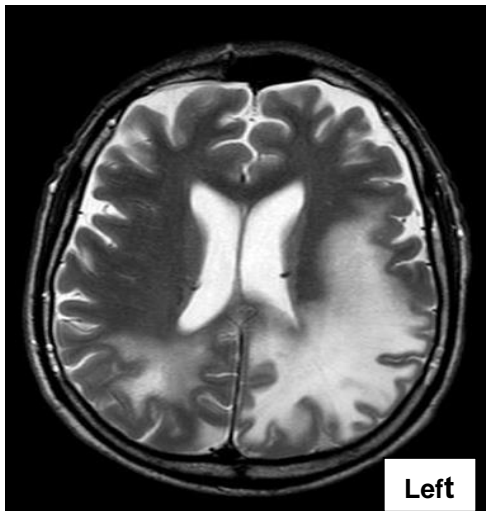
IRM en T2 Flair : plages en hypersignal pariéto-occipital gauche, occipital droit, frontal bilatéral, sans effet de masse sur les structures ventriculaires ou les sillons
